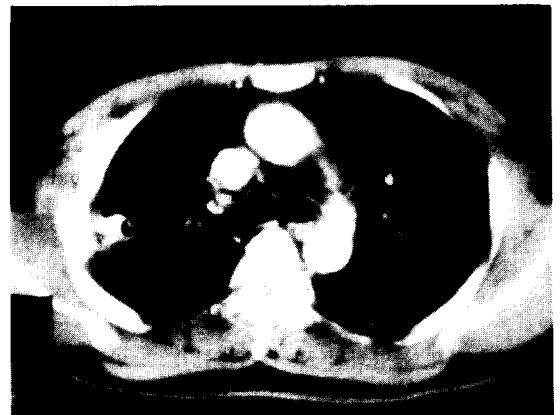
흉부전산화단층촬영사진. 우폐상엽에 석회화를 동반한 동공이 있으며 국소의 늑막비후가 있다.
